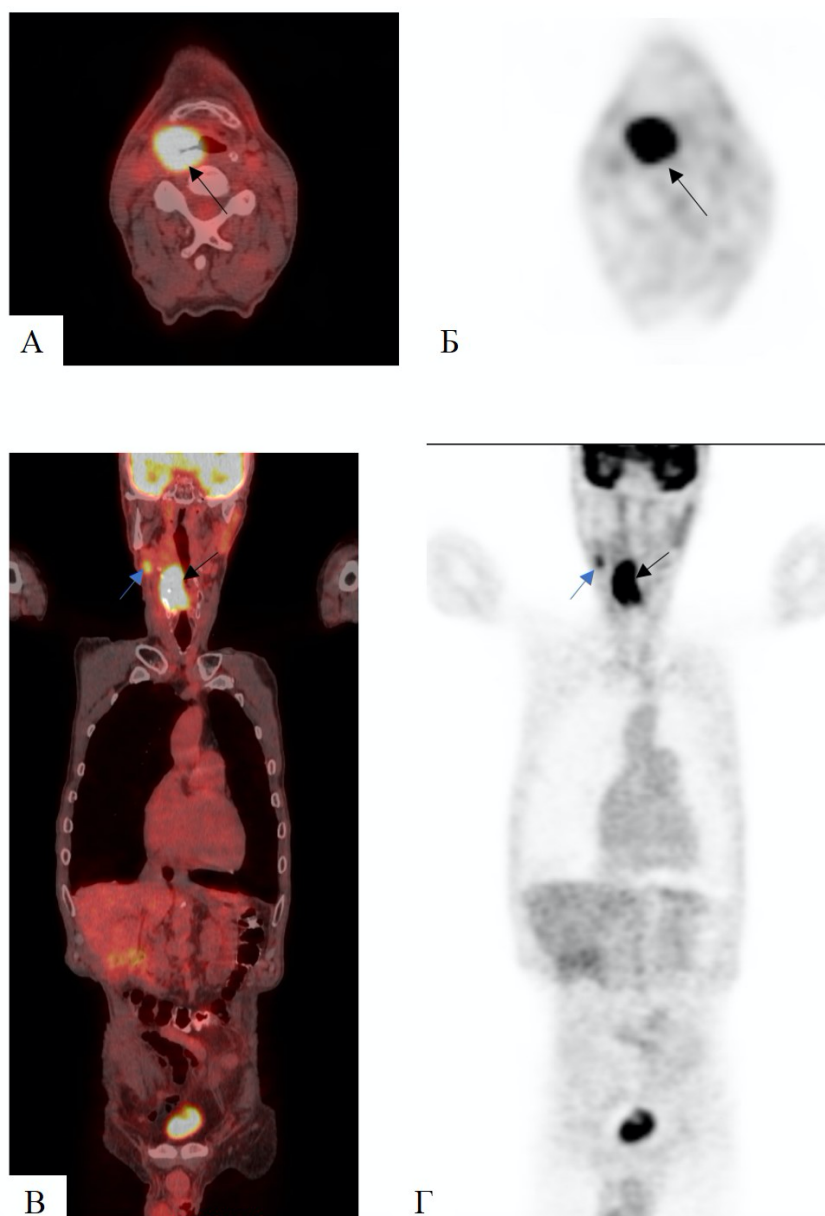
(А,Б,В,Г) – Пациент 59 лет с поражением яремных лимфатических узлов (синяя стрелка) и выявленным при помощи ПЭТ-КТ с  $^{18}\text{F}$ -ФДГ первичным опухолевым образованием гортани в области грушевидного синуса, с вовлечением черпаловидного хряща (черная стрелка)
